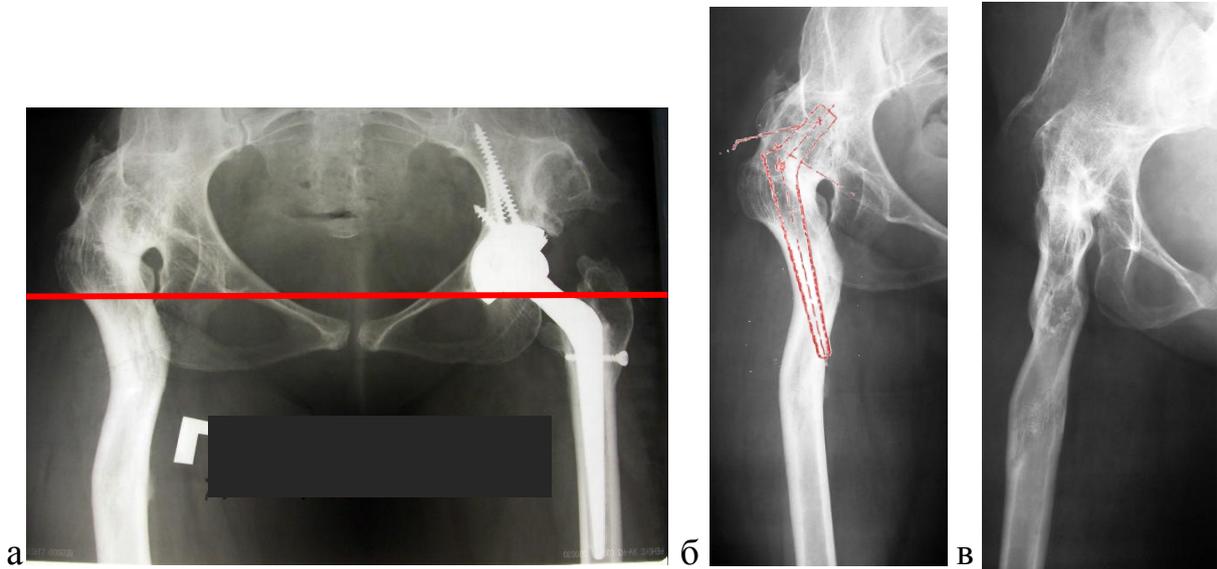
Рентгенограммы пациентки Г., 53 лет, с двухуровневой многоплоскостной деформацией правой бедренной кости: а – на обзорной рентгенограмме таза укорочения конечности не отмечается, слева вертлужный компонент установлен в область истинной вертлужной впадины, планируемая установка вертлужного компонента близко к истинному центру ротации; б, в – на рентгенограммах тазобедренного сустава в прямой и боковой проекциях определяется многоуровневая многоплоскостная деформация, установка стандартного бедренного компонента невозможна
